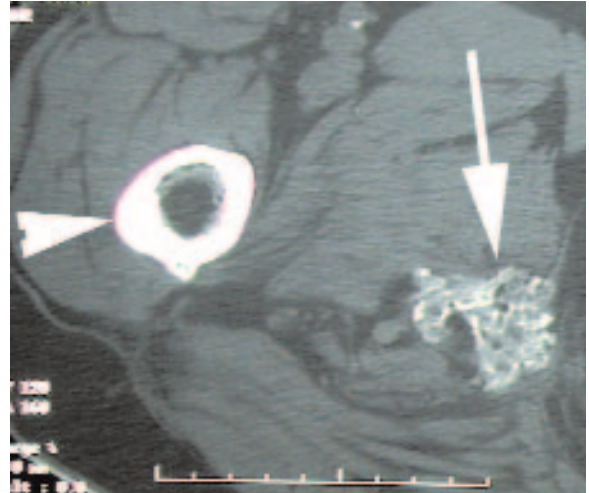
Mélorhéostose en radiographie (à gauche) et au scanner (autre cas, à droite). Ossification (flèche longue) des parties molles de la racine de la cuisse associée à l'hyperostose corticale et spongieuse caractéristique (têtes de flèches).
